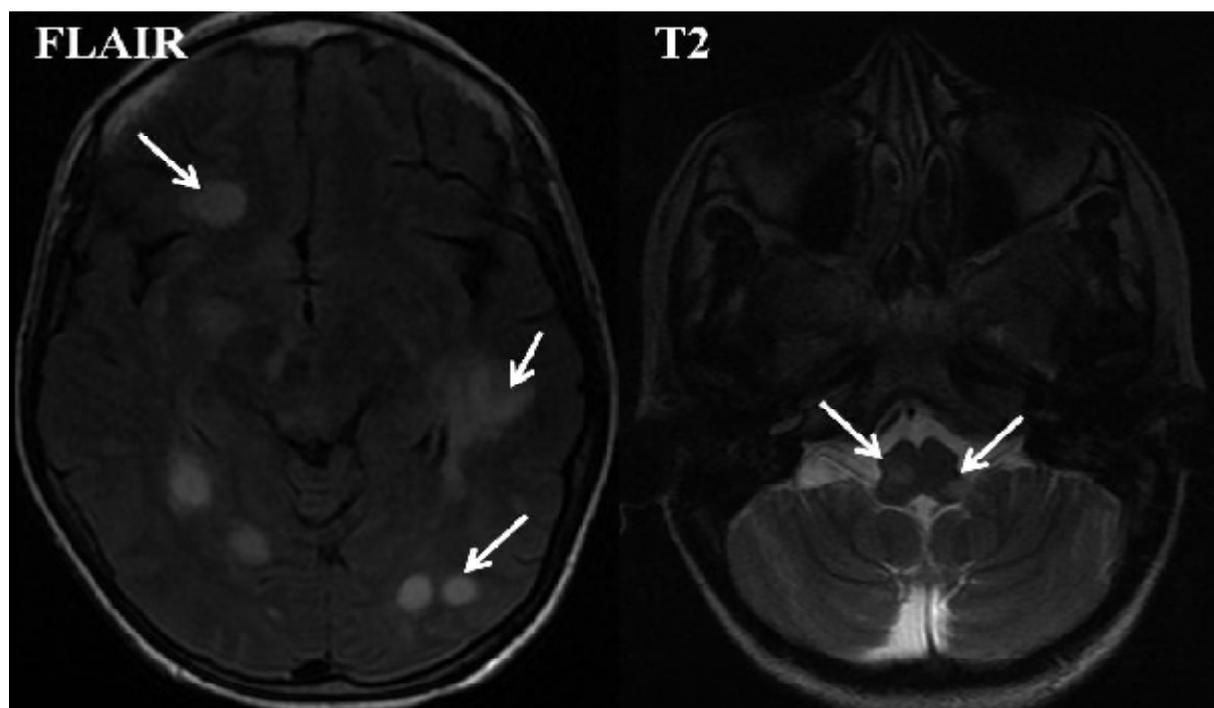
Hypersignaux T2 et FLAIR de la SB de forme arrondie, intéressant les régions fronto temporo-occipitales et bulbaire.
